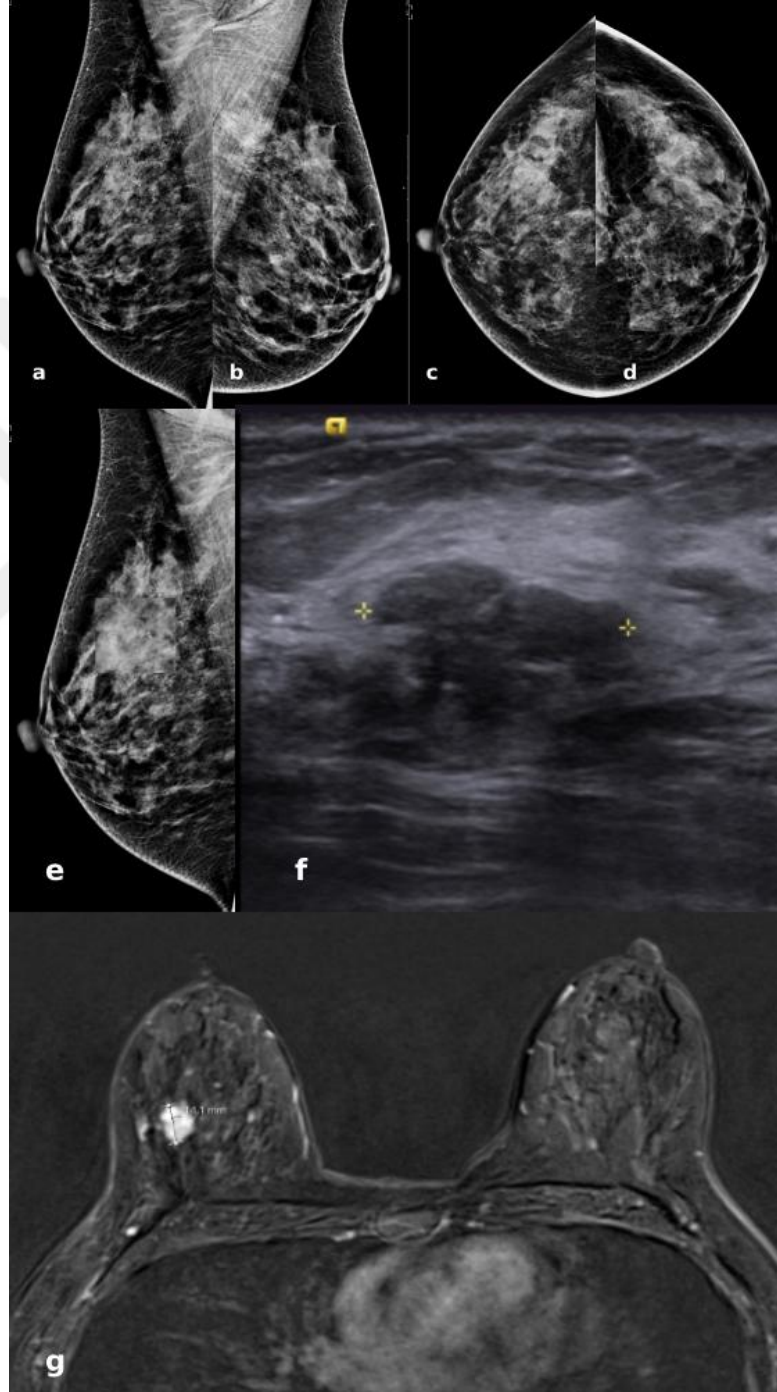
Sağ memede İDK'lu hastanın MMG, USG ve MRG görüntüsü
